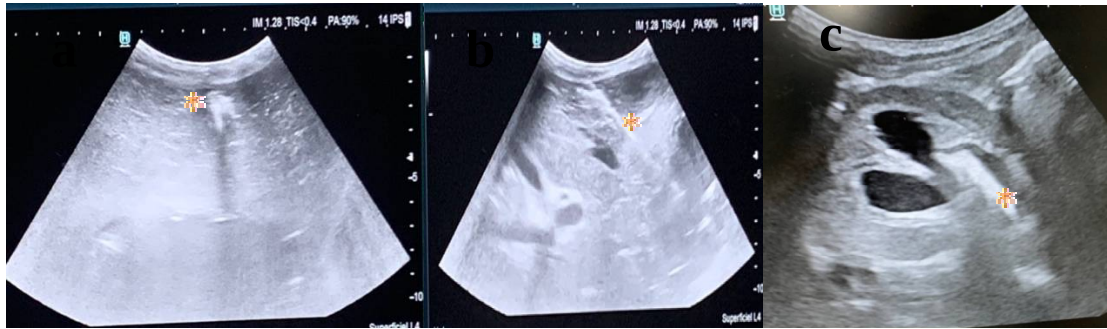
Repérage échographique de l'aiguille au sein du parenchyme
